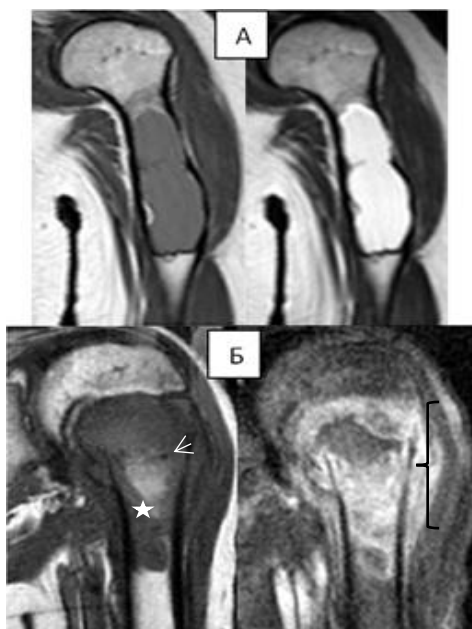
Проста кісткова кіста. МРТ пре- і постконтрастні T133 плечової кістки у фронтальній площині 2-х різних хворих. А – ПКК не ускладнена – у метадіафізарному відділі кістки визначається велика двокамерна кіста, яка рівномірно накопичує контрастну речовину. Б – ускладнена ПКК – визначається поперековий перелом метафіза (стрілка), який супроводжується контузією червоного кісткового мозку (зірочка), а також набряком як мозку, так і м'яких тканин (фігурна скобка).
